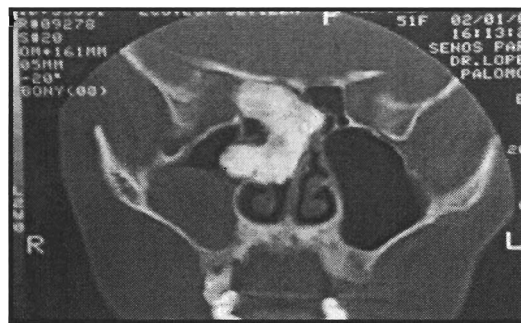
TC. En cortes coronales.
